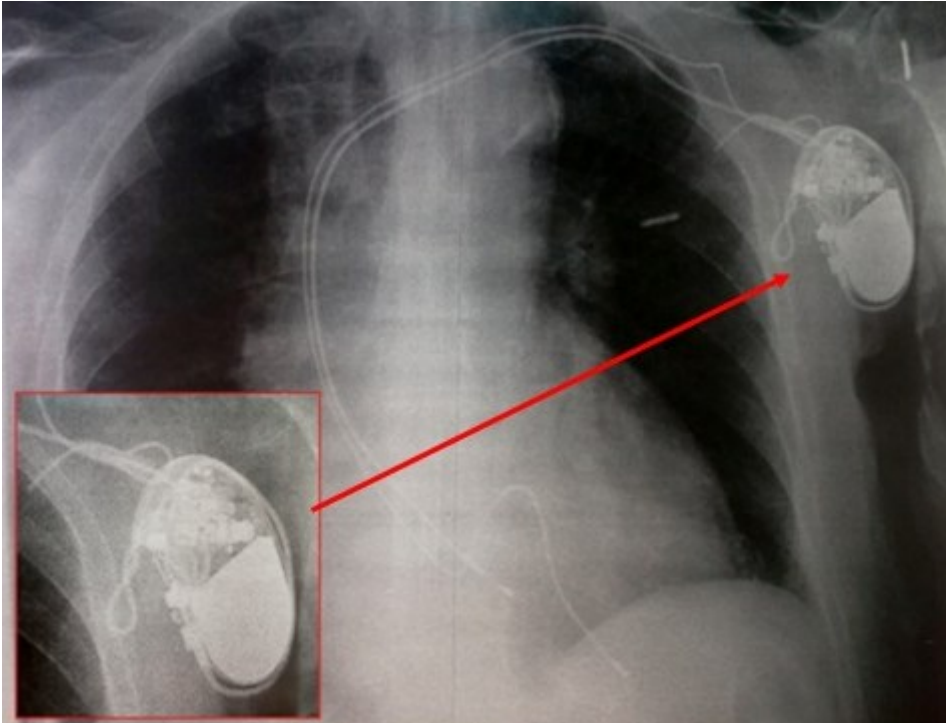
radiographie du thorax de face montrant le déplacement de la sonde ventriculaire et son enroulement autour du boîtier réalisant une spire
